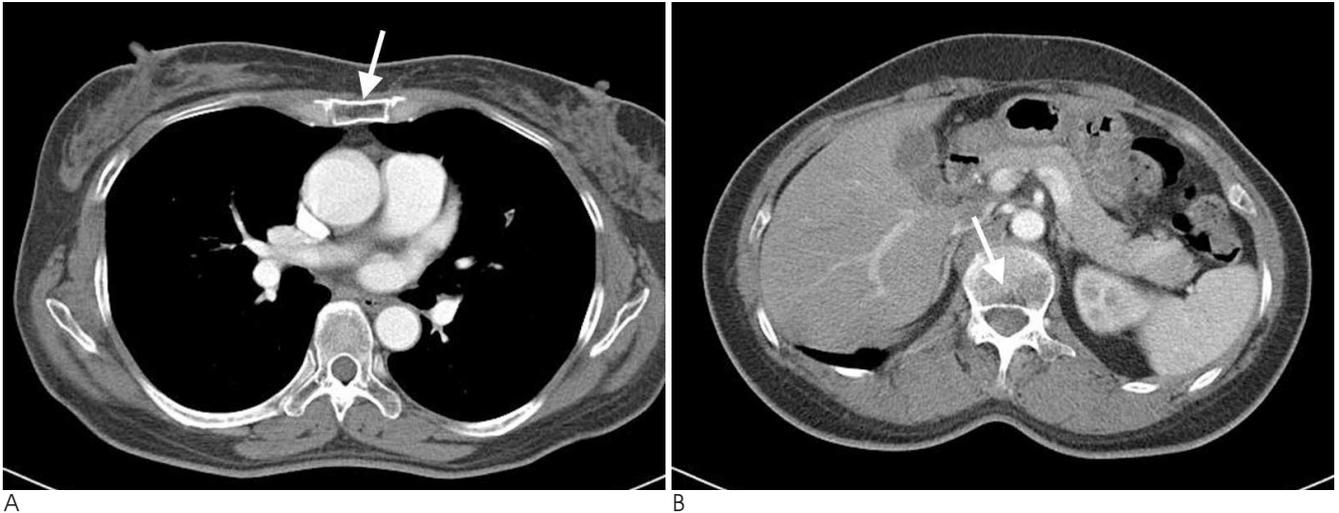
A, B. Follow-up CT scan after 4years shows nearly normalized sternal body, L1 body, and sacrum (arrow).
